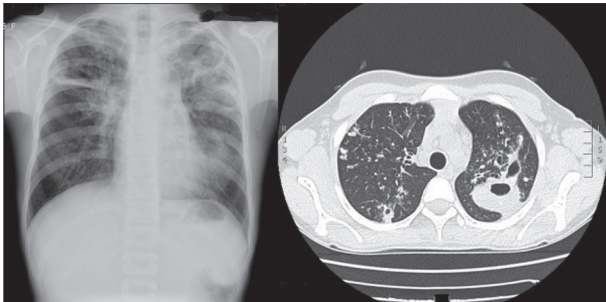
À esquerda, radiografia do tórax com duas imagens de hipotransparência arredondadas com centro hipertransparente, no 1/3 superior do hemitórax esquerdo. À direita, TC torácica com lesões cavitárias em ambos os campos pulmonares.
